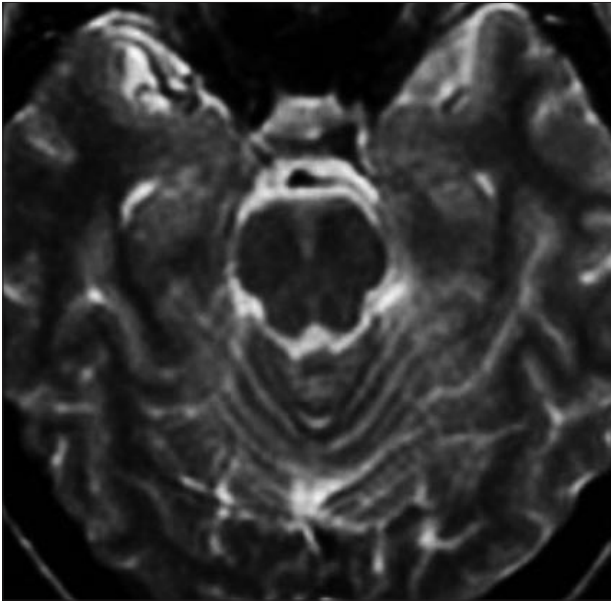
Dieci giorni dopo, la RMN era normale.
